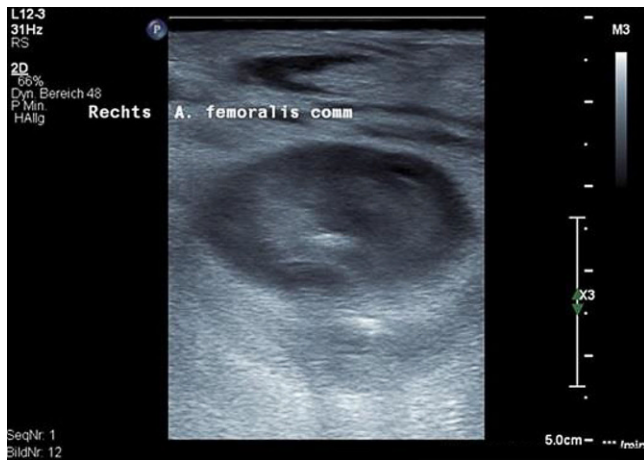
▲ Sonographie der rechten Leiste. B-Bild-Darstellung des leicht echoreichen Aneurysma spurium ventral der Arteria femoralis communis nach Thrombininjektion
